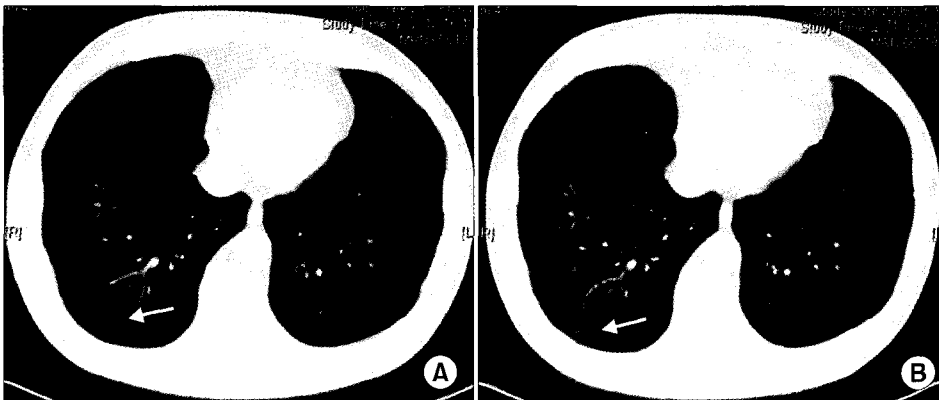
Preoperative chest CT: increasing size and density of ground glass opacity at lateral basal segment of RLL. (A) 2005-03-22, (B) 2005-09-08.
